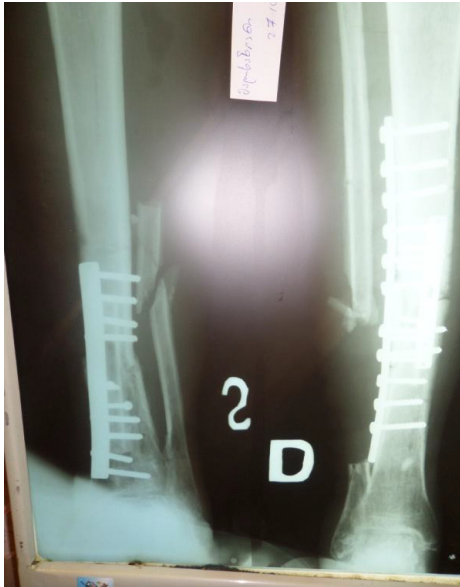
Post-operative X-ray of left and right tibia
